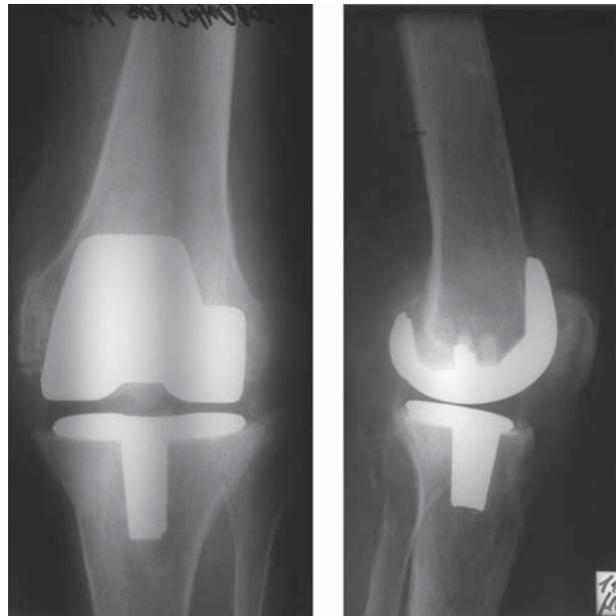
Послеоперационные рентгенограммы больного Р.
